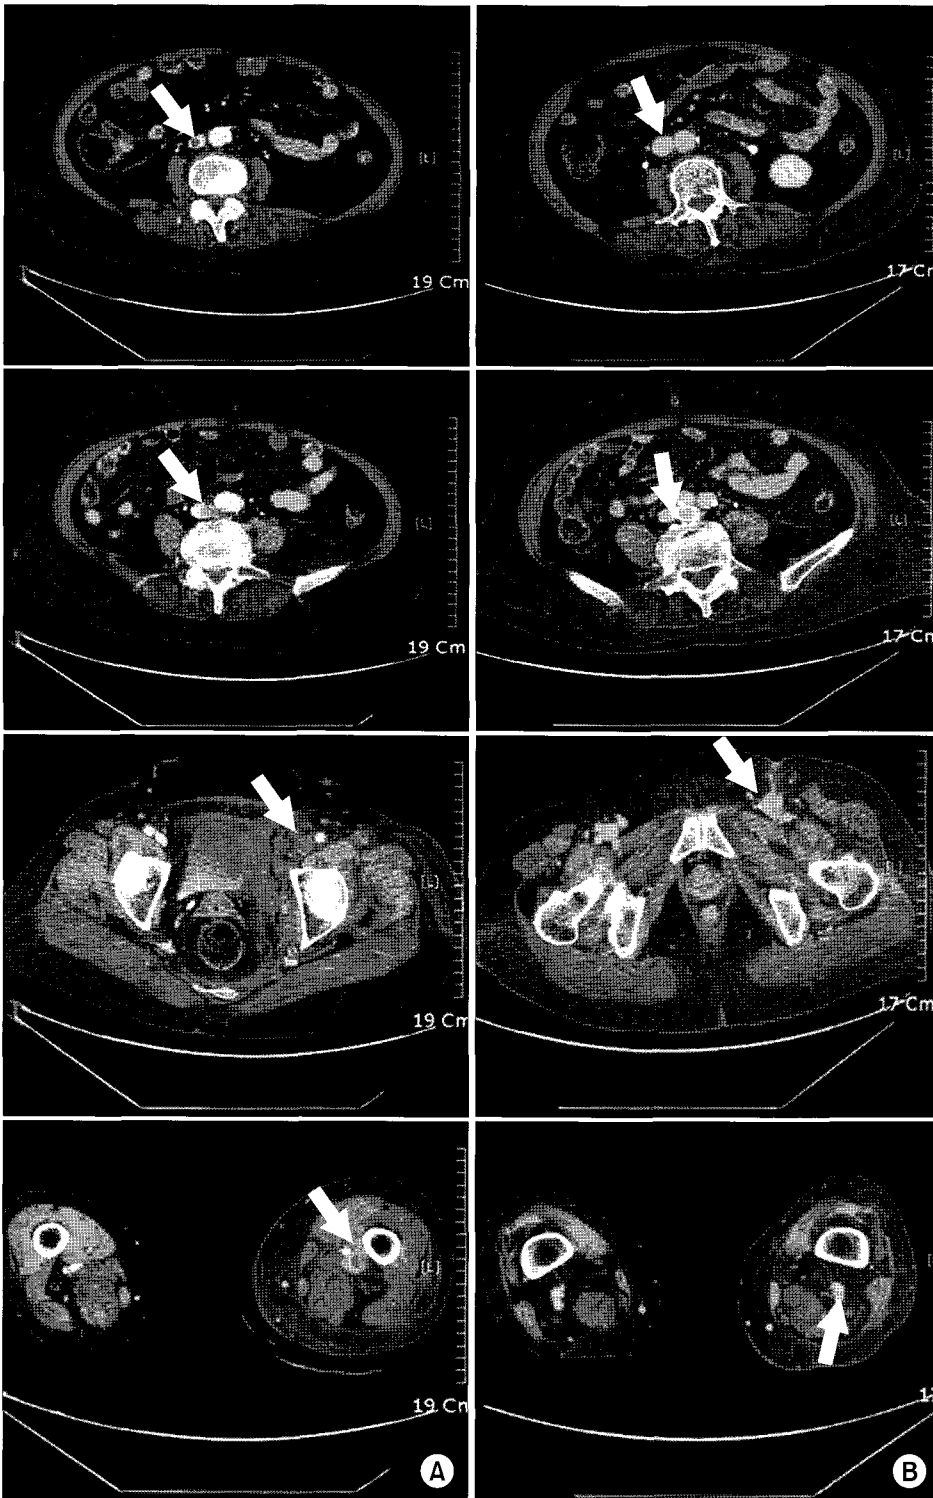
(A) Computed tomographic findings of the first case showing intraluminal thrombus from inferior vena cava to popliteal vein (white arrows) and left iliac vein compressed by vertebral body and aortic bifurcation. (B) 4 month after surgery, all thrombi were disappeared (white arrows) and left lower limb circumference was normalized.
